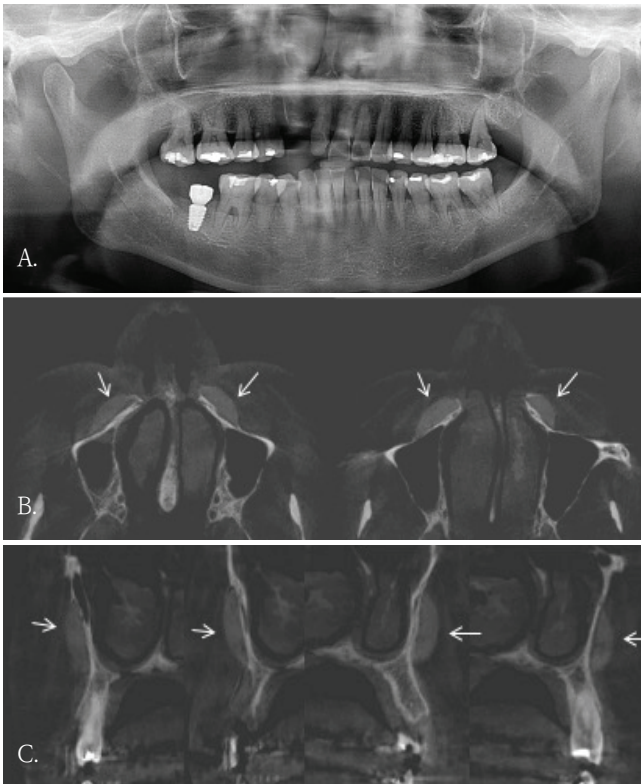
Panoramic radiograph shows no definite abnormality in the maxilla. B. Axial cone-beam computed tomographic (CBCT) image shows crescent-shaped radiopaque foreign bodies along the anterior walls of the bilateral maxillary sinuses (arrows). C. Cross-sectional CBCT image also demonstrates the same findings on a different plane (arrows).
